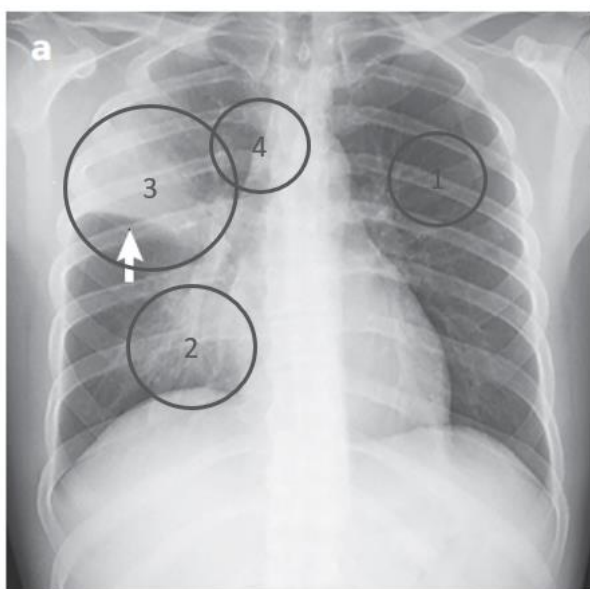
Рентгенологічні прояви пневмонії:
